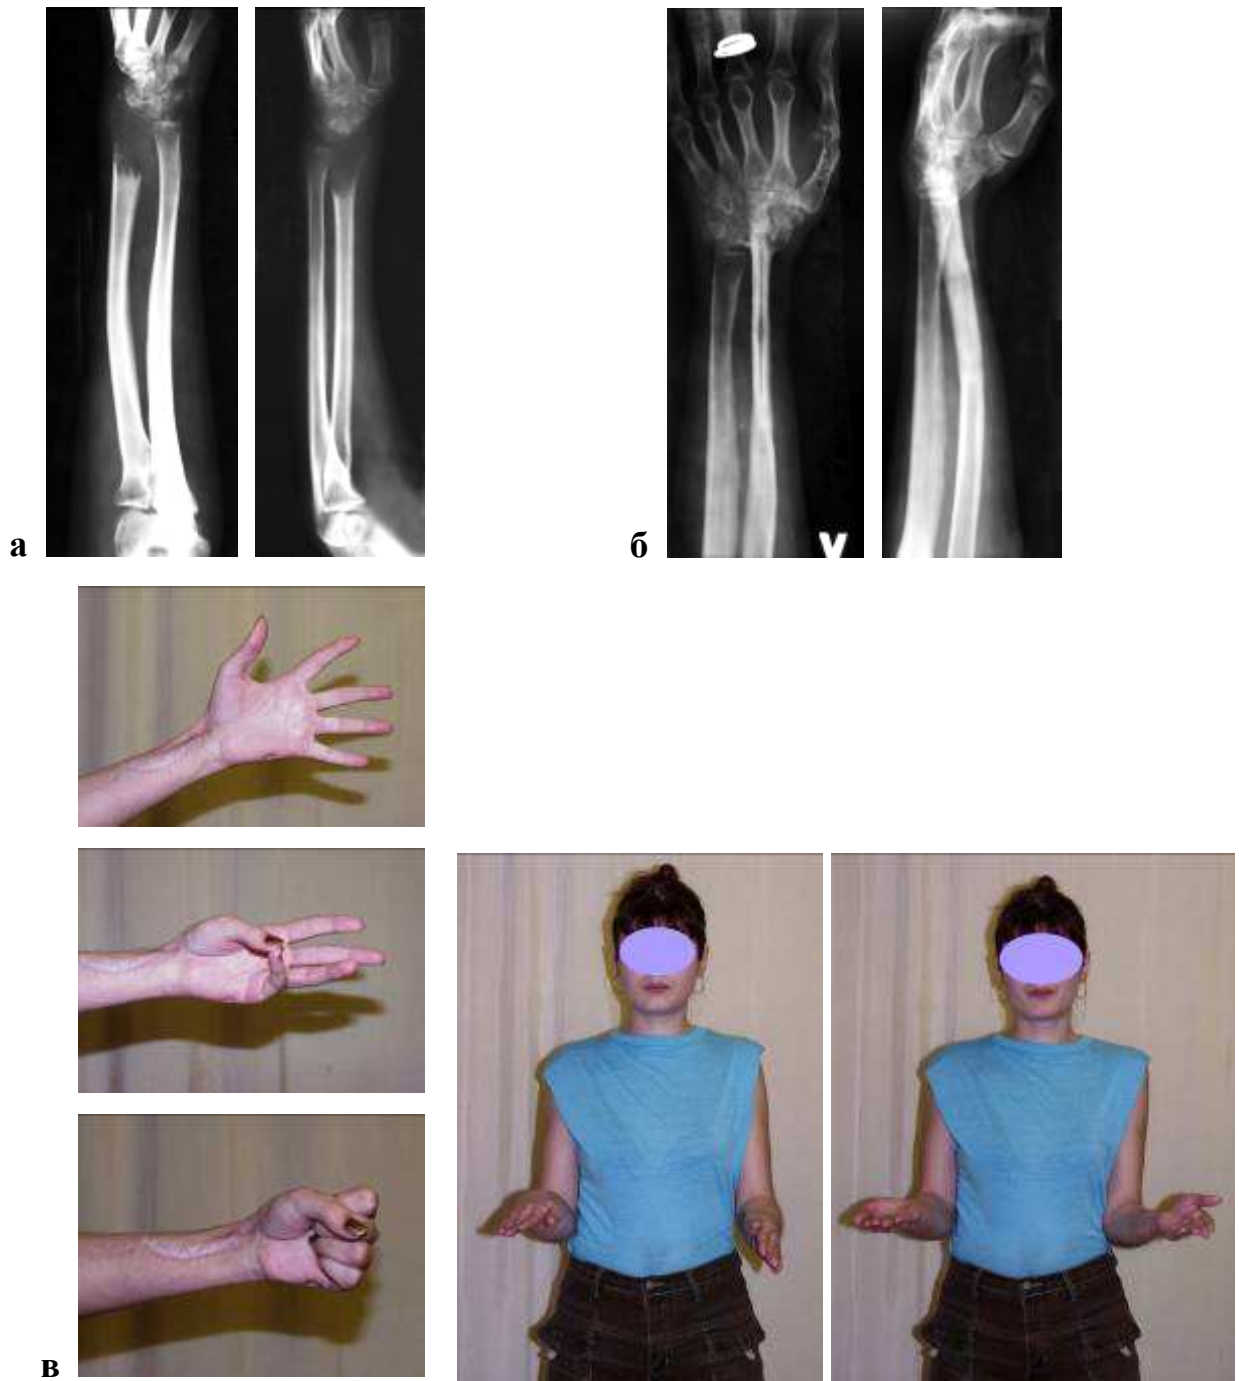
Рентгенограммы и внешние виды больной 21 года (III лечебно-тактический подход). Диагноз: Гигантоклеточная опухоль (литическая форма) дистального метаэпифиза левой лучевой кости.
